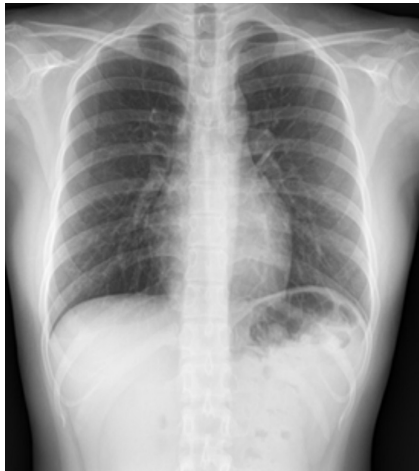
The last chest radiograph does not show patchy consolidation in both lung fields.
